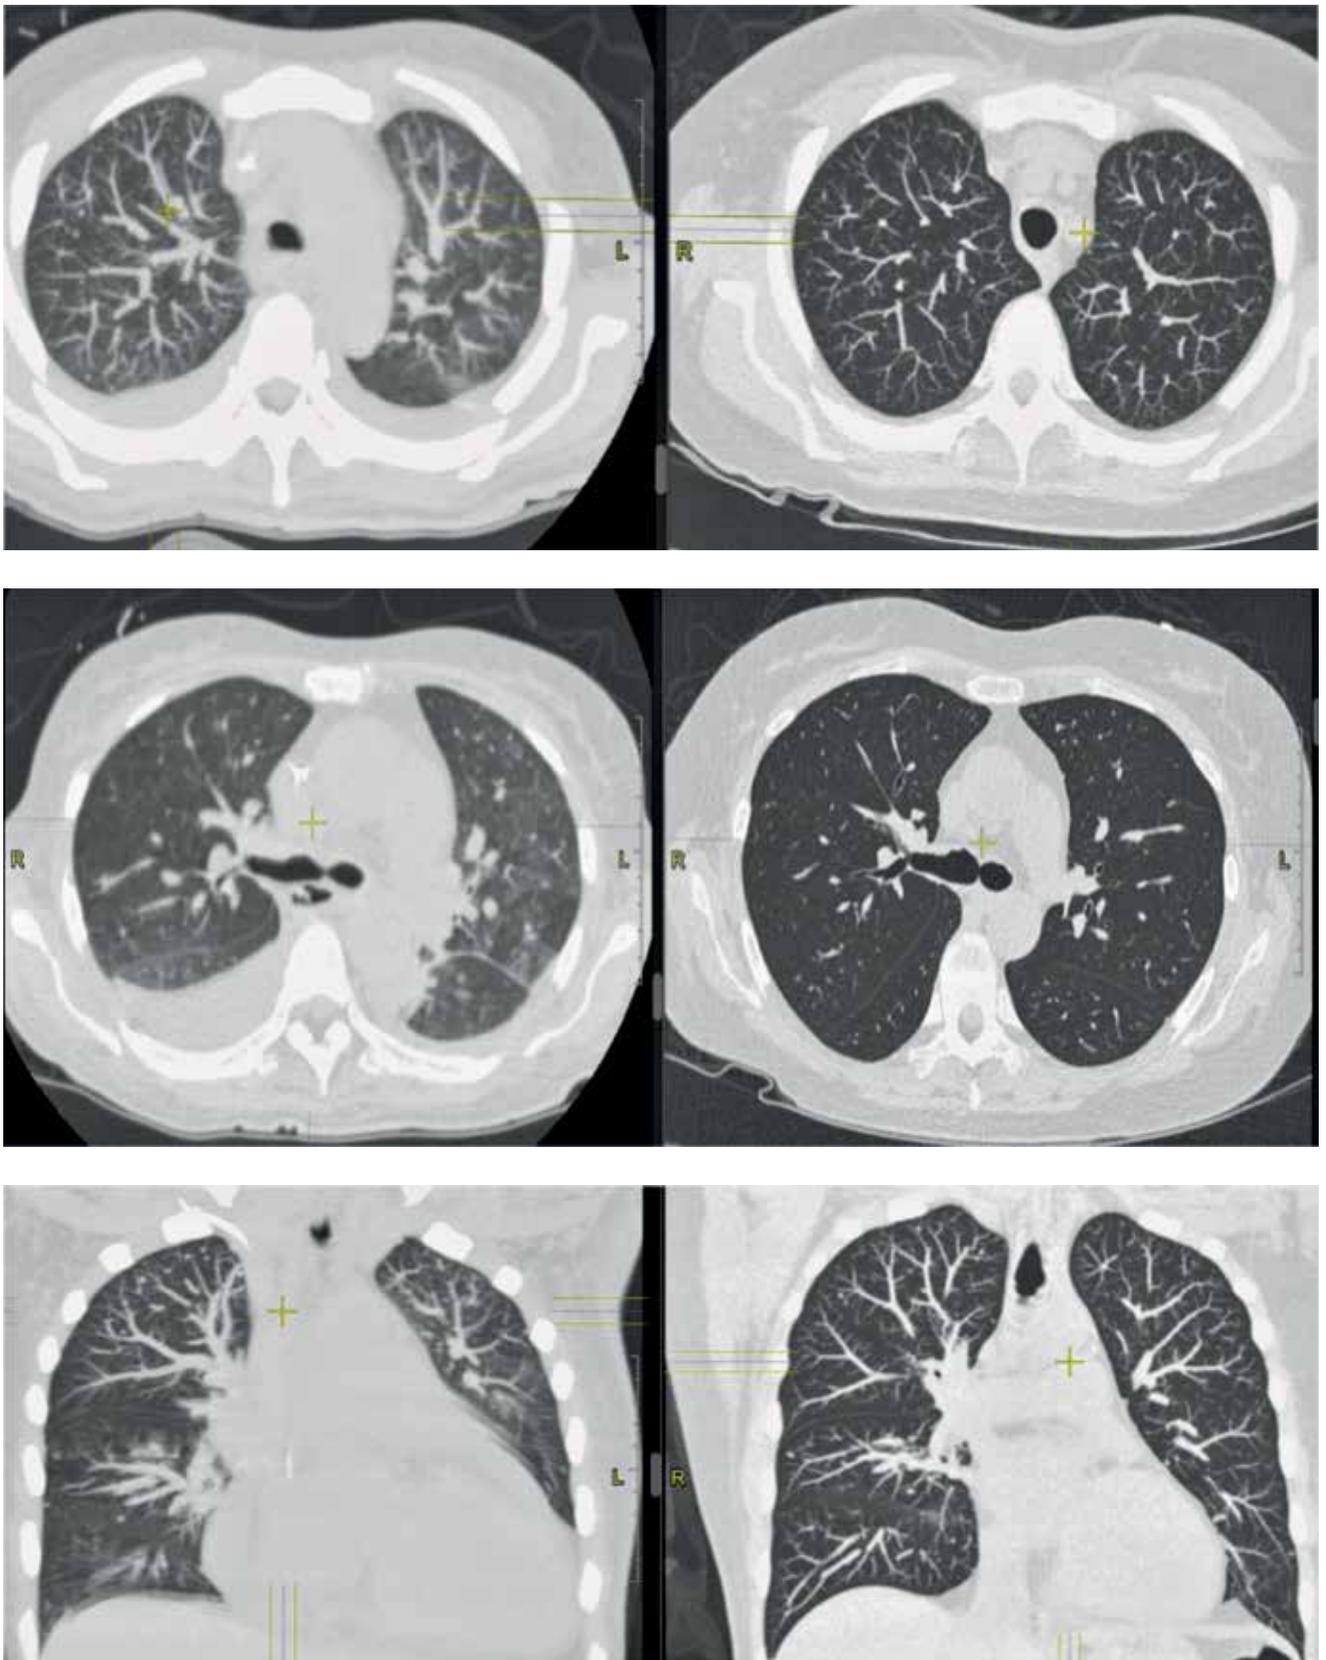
Пациентка К. Динамика изменений на КТ ОГК и фронтальная реконструкция на фоне курса противотуберкулезной терапии (левая колонка – до начала лечения туберкулеза, правая – на момент выписки из фтизиатрического стационара)
